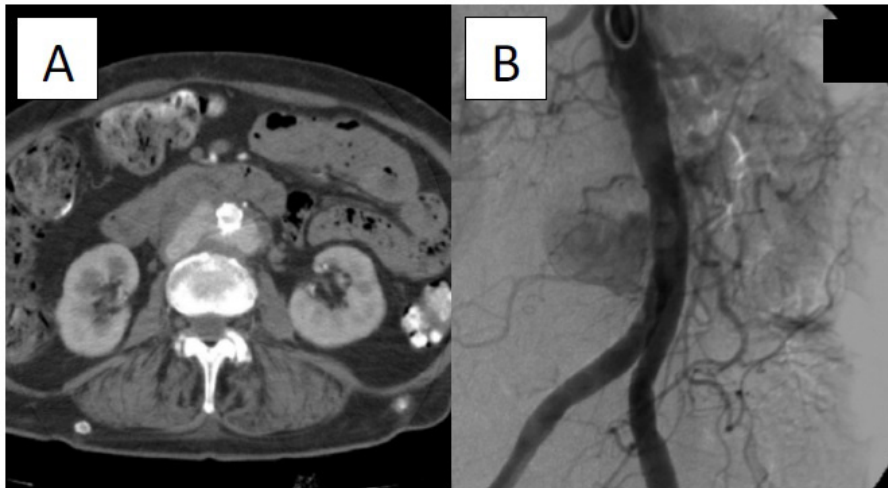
Angiotomografía computerizada diagnóstica con hallazgo casual de rotura de aorta distal; Figura 1b. Angiografía retrógrada de confirmación diagnóstica con fuga de contraste por la cara posterior. TAMAÑO: 8,28x15,24cm
